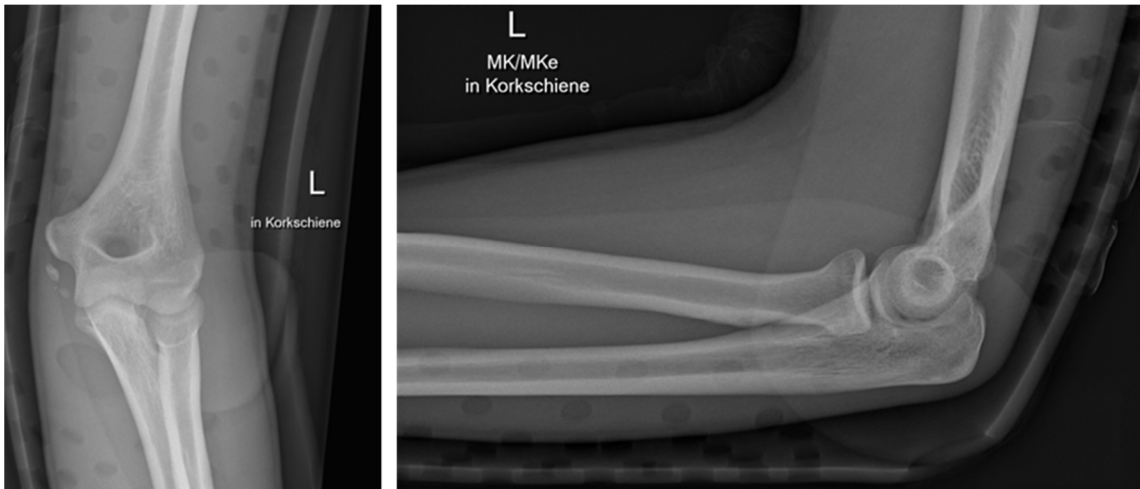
Kontrollröntgenaufnahmen der Fraktur in Oberarmschienen nach fünf Tagen
